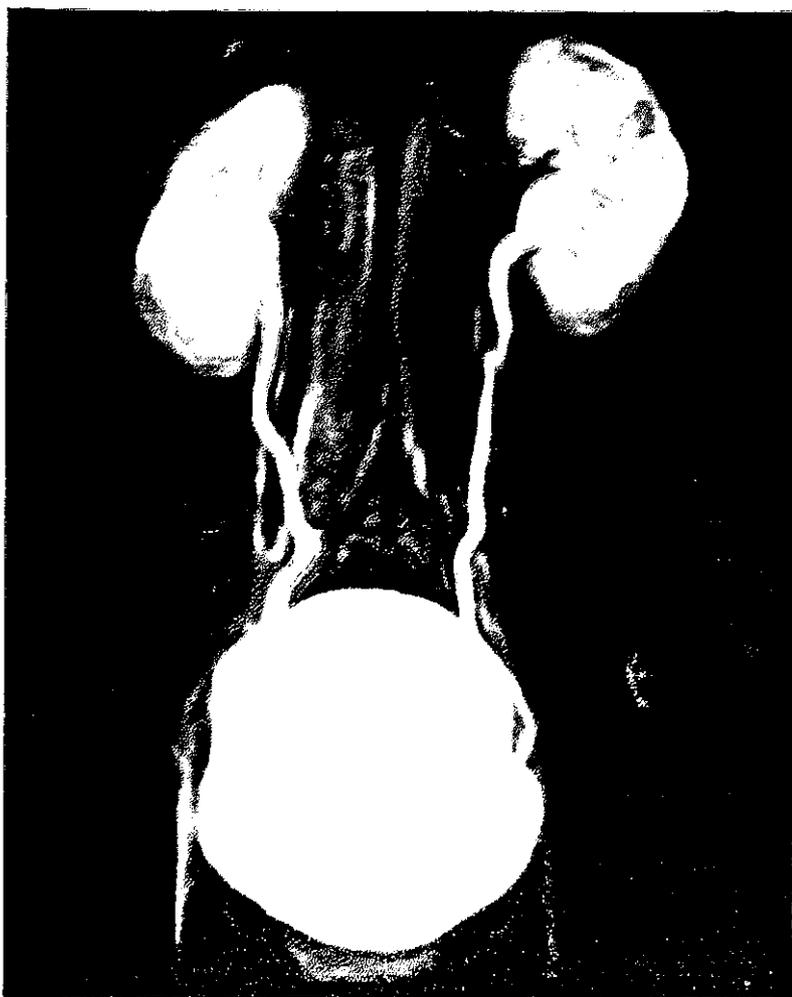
Reconstrucción de las imágenes obtenidas durante la uorresonancia de 5 y 10 minutos posteriores a la administración de gadolinio. La correlación con la urografía excretora fue alta debido a la capacidad de mostrar en adecuado contraste las estructuras del sistema colector.
